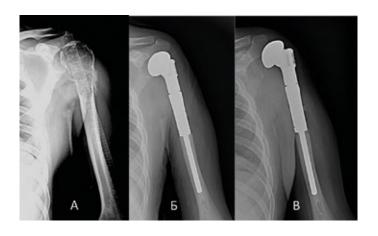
А – Рентгенограмма плечевой кости до операции (хондросаркома T2N0M0 G-I lb ст.); Б – Рентгенограмма на 3 сутки после операции (головка эндопротеза находится близко к плечевому отростку лопатки и акромион находится над ней); В – Рентгенограмма через 3 месяца после операции (головка эндопротеза смещена вверх и латерально, акромион находится сбоку медиально)
